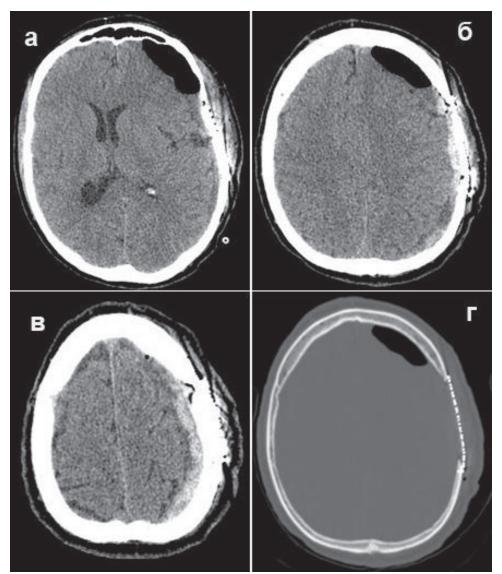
СКТ 20 января 2022 (аксиальные срезы) на следующие сутки после резекционной трепанации черепа слева, удаления субдуральной гематомы, пластики костного дефекта титановой сеткой: а, б, в – тканевой и г – костный режимы; видна плоскостная остаточная гематома, уменьшение смещения срединных структур вправо до 9 мм, скопление воздуха в лобной области, выпрямленная прерывистая линия титанового имплантата
